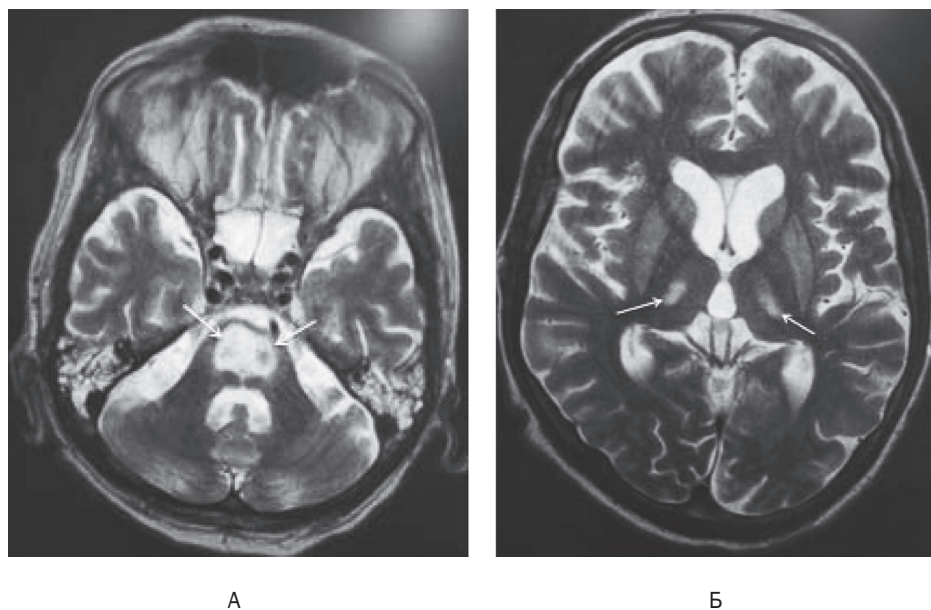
МРТ головного мозга пациента П. после выполнения иммуносупрессивной терапии (аксиальная плоскость). Гиперинтенсивная зона (режим  $T_2$ ) очага демиелинизации (белые стрелки) в области моста головного мозга (А). Гиперинтенсивные зоны (режим  $T_2$ ) очагов демиелинизации (белые стрелки) в области таламусов (Б)
